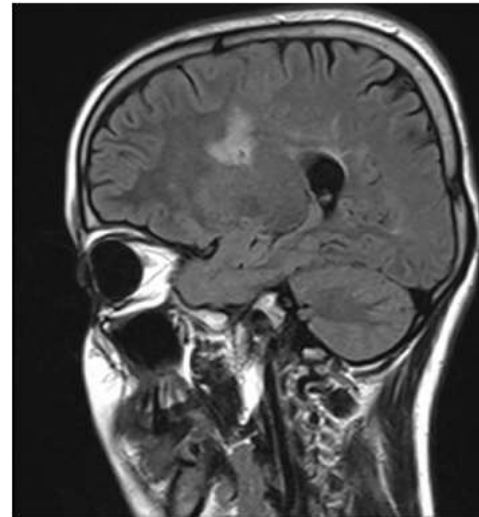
White-matter involvement; sagittal FLAIR MRI images of a patient with BME show hyperintense demyelinating lesion at the right periventricular white-matter
